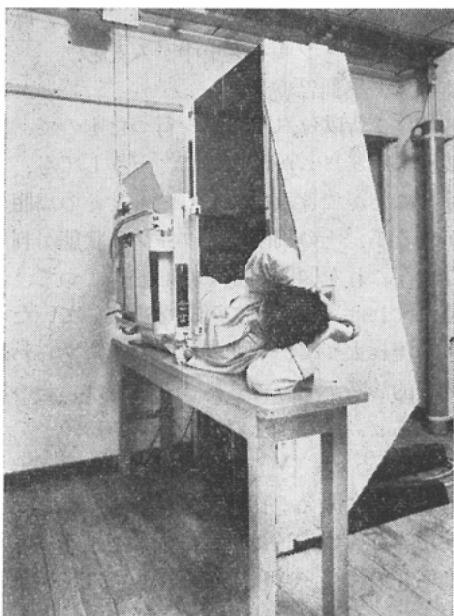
The origin of the Universal Gyroscopic X-ray TV Apparatus.
